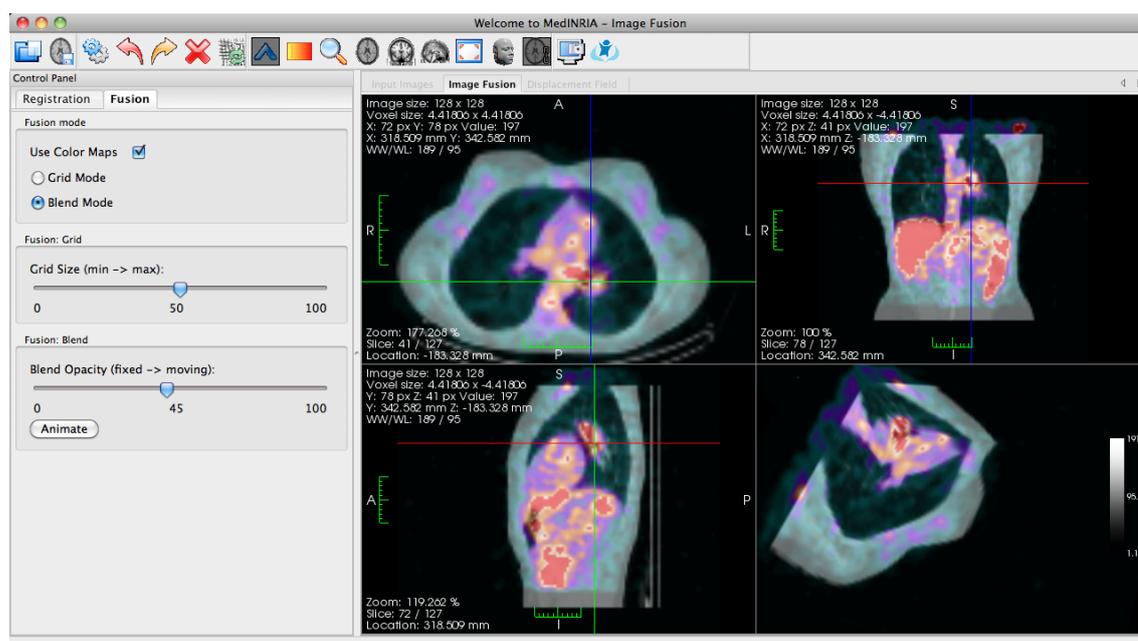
Exemple de recalage d'image effectué par MedINRIA. L'image TEMP d'un patient a été recalée avec l'image TDM de ce même patient réalisée lors d'une autre session d'imagerie.
